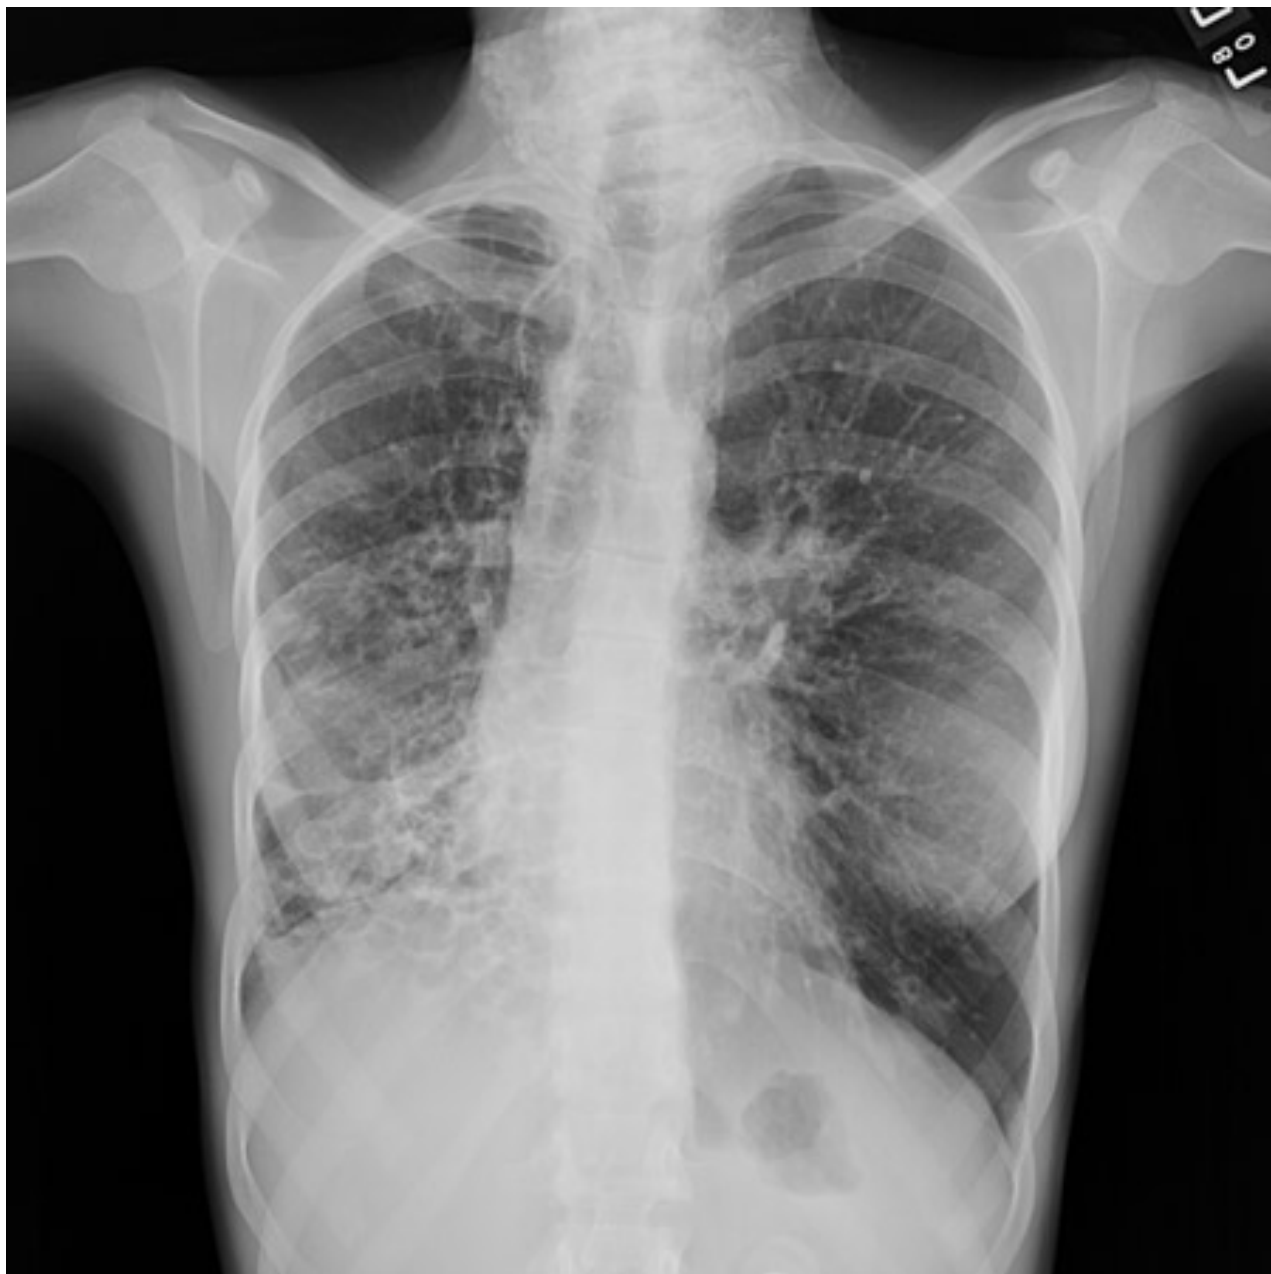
Radiografia torácica com falta de um afunilamento normal produzindo uma linha de bonde
